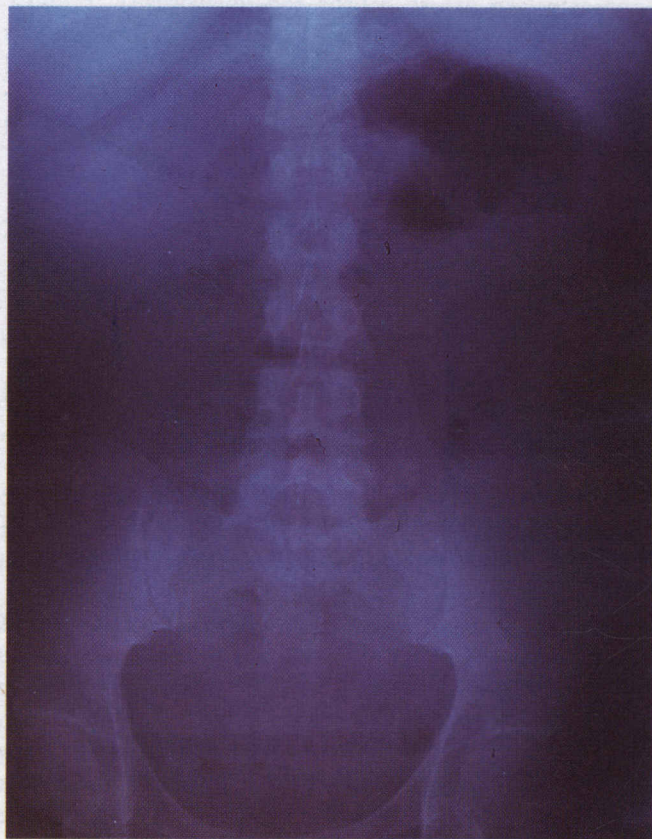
Radiografía simple del abdomen de un paciente que consultó por cuadro de obstrucción intestinal, que resultó causada por un leiomioma del intestino delgado. Se observan los niveles hidroaéreos en el cuadrante superior izquierdo del abdomen.
